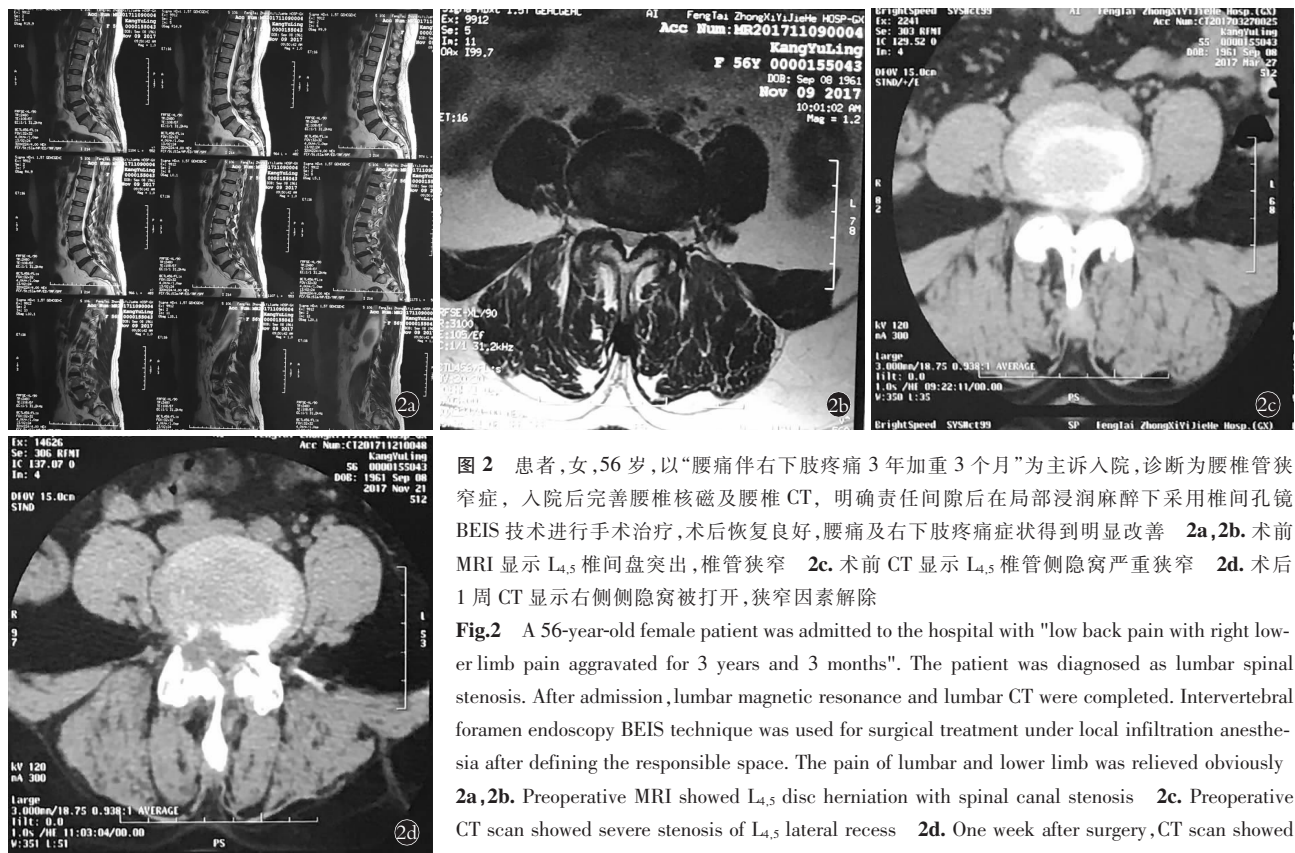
患者,女,56 岁,以“腰痛伴右下肢疼痛 3 年加重 3 个月”为主诉入院,诊断为腰椎管狭窄症,入院后完善腰椎核磁及腰椎 CT,明确责任间隙后在局部浸润麻醉下采用椎间孔镜 BEIS 技术进行手术治疗,术后恢复良好,腰痛及右下肢疼痛症状得到明显改善 2a,2b. 术前 MRI 显示 L<sub>4/5</sub> 椎间盘突出,椎管狭窄 2c. 术前 CT 显示 L<sub>4/5</sub> 椎管侧隐窝严重狭窄 2d. 术后 1 周 CT 显示右侧侧隐窝被打开,狭窄因素解除
